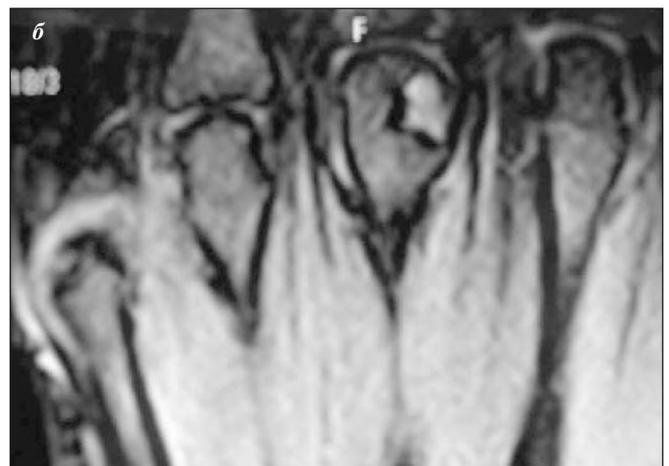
Больная А., 38 лет, ранний РА. Прицельная рентгенограмма пястно-фаланговых суставов с прямым увеличением изображения. Киста III пястной головки (а); МРТ пястно-фаланговых суставов. Крупная киста III пястной головки. Эрозия V пястной головки. Синовит V пястно-фалангового сустава (б)
